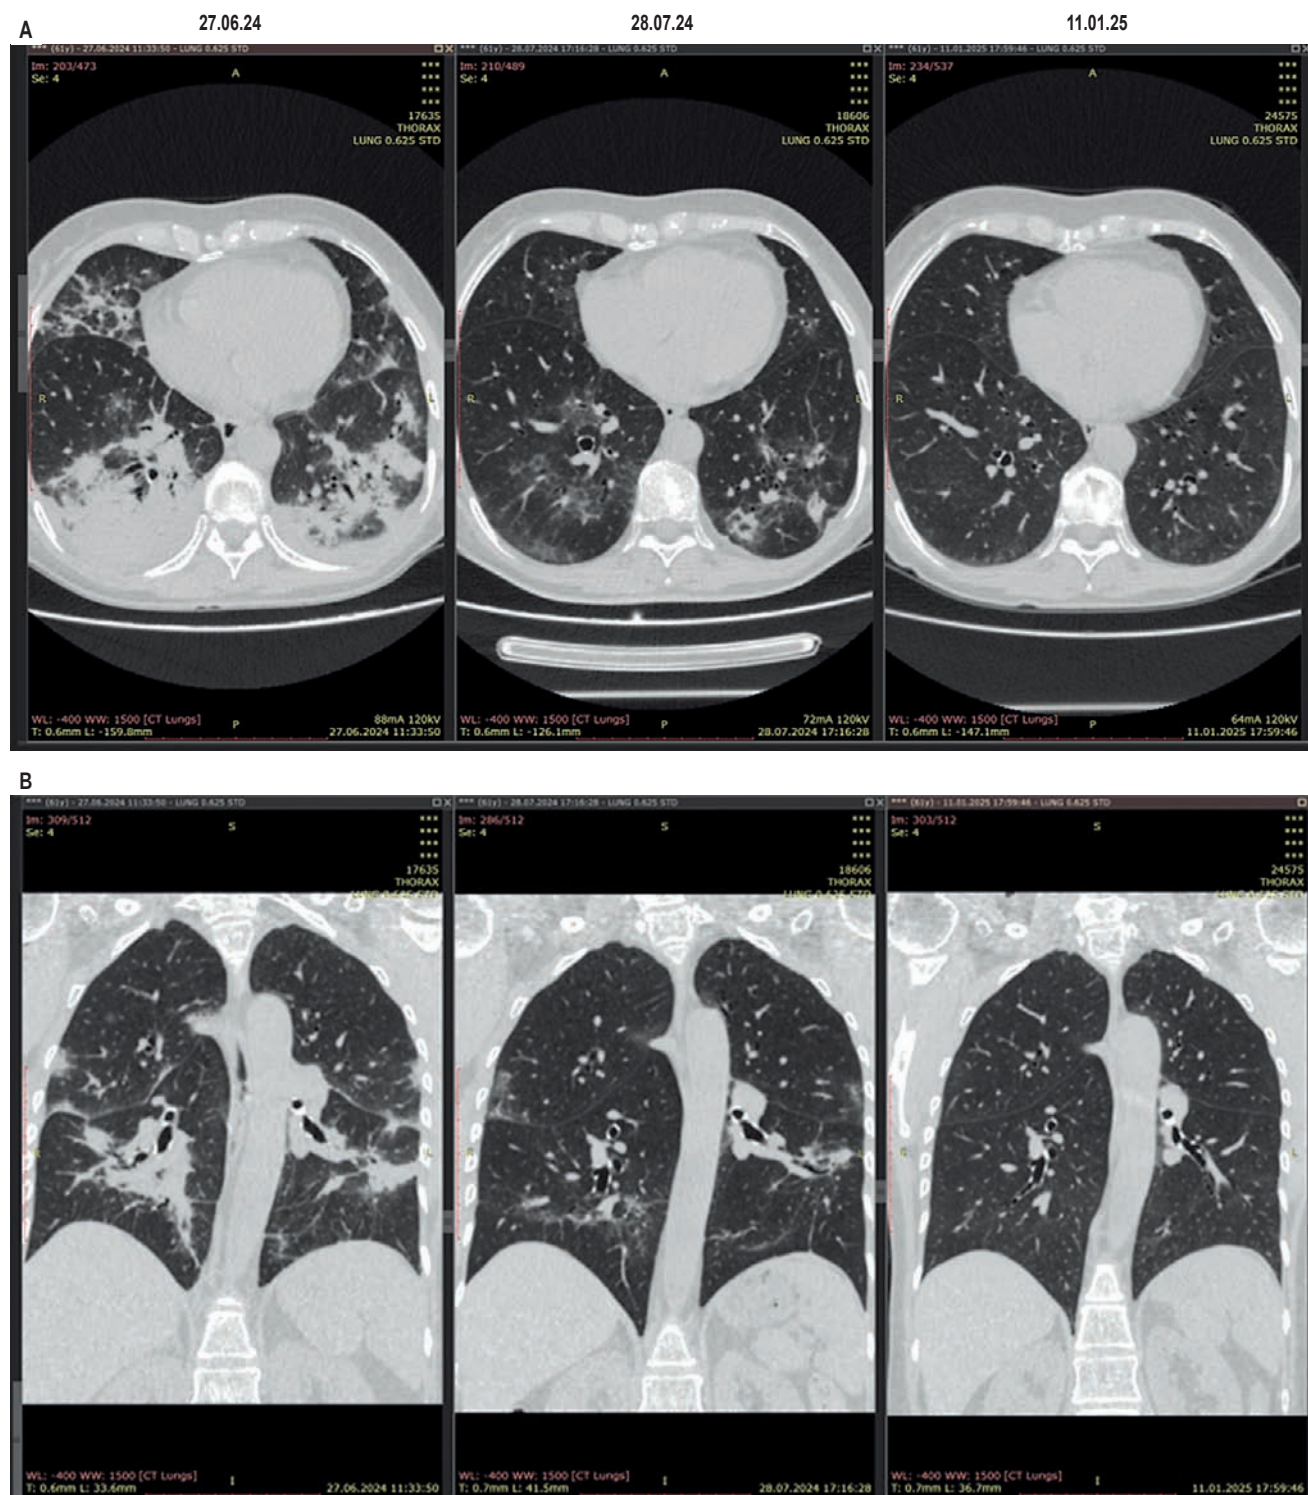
Компьютерная томография органов грудной клетки: А – аксиальный срез; В – коронарный срез
